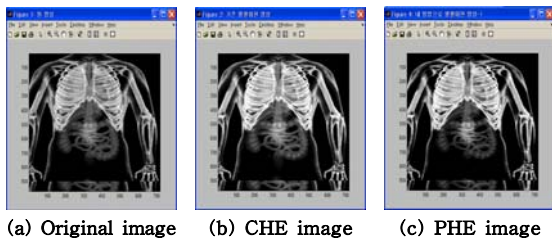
Histogram equalization results of 718×968 pixels Xray-chest medical image.
